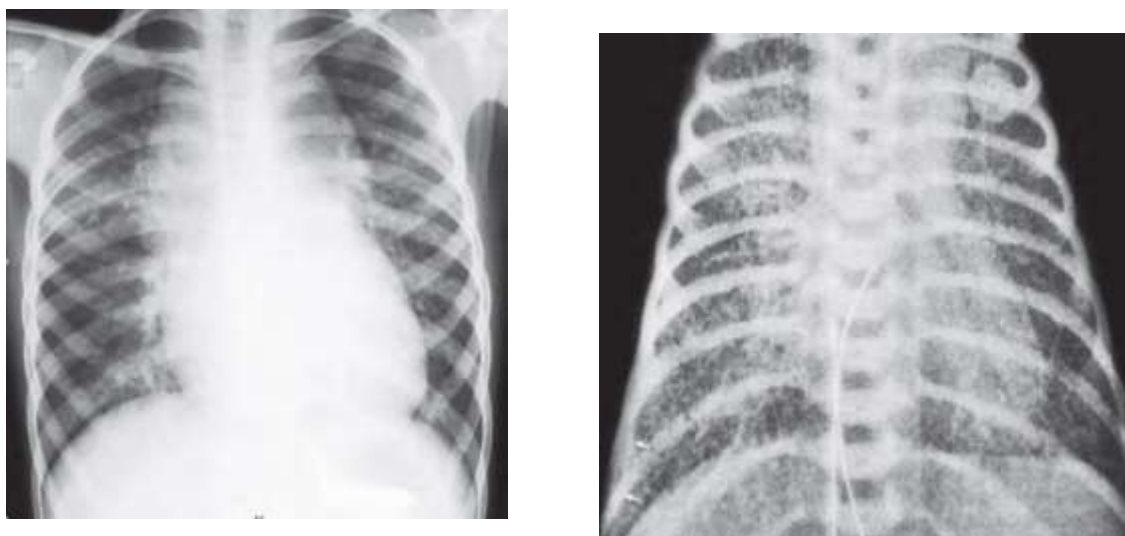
A : radiographie thoracique de face montrant un aspect en bonhomme de neige B : RVPAT infra cardiaque obstrué (aspect en verre dépoli)
